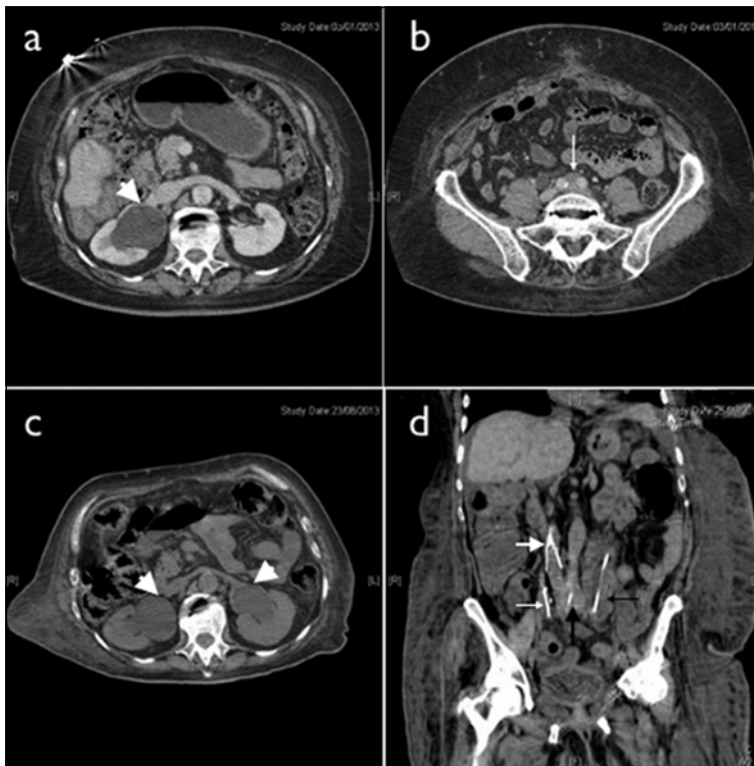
TC con contraste. A: Corte a nivel de las venas renales. Se observa dilatación de la pelvis renal derecha (cabeza de flecha blanca) con indemnidad de la izquierda. B: Se observa a nivel de arterias ilíacas la presencia de un tejido que las engloba por su cara interna y posterior (flecha blanca). C: TC sin contraste. Corte axial a nivel de venas renales, efectuado 8 meses después en que se aprecia dilatación de ambas pelvis renales (cabezas de flechas blancas). D: Corte sagital en que se aprecia desde izquierda a derecha imágenes radiopacas correspondientes a catéter de *pigtail* en uréter derecho (flecha blanca delgada), filtro en vena cava inferior (V invertida) (flecha blanca ancha), calcificación en bifurcación aórtica (flecha negra ancha) y catéter de *pigtail* en el interior de un uréter izquierdo muy dilatado y de paredes engrosadas (flecha negra delgada).
